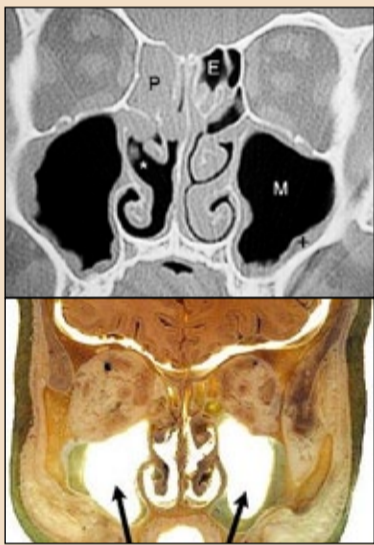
Rappresentazione radiografica e loro corrispettivo autoptico dei seni mascellari.
